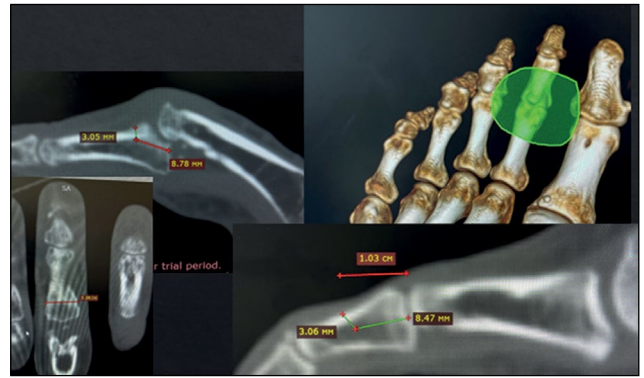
Разметка компьютерных томограмм.
